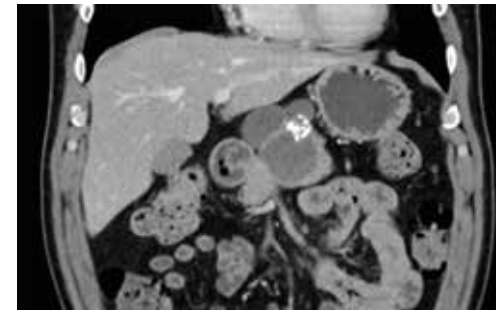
CT Pankreasläsion
